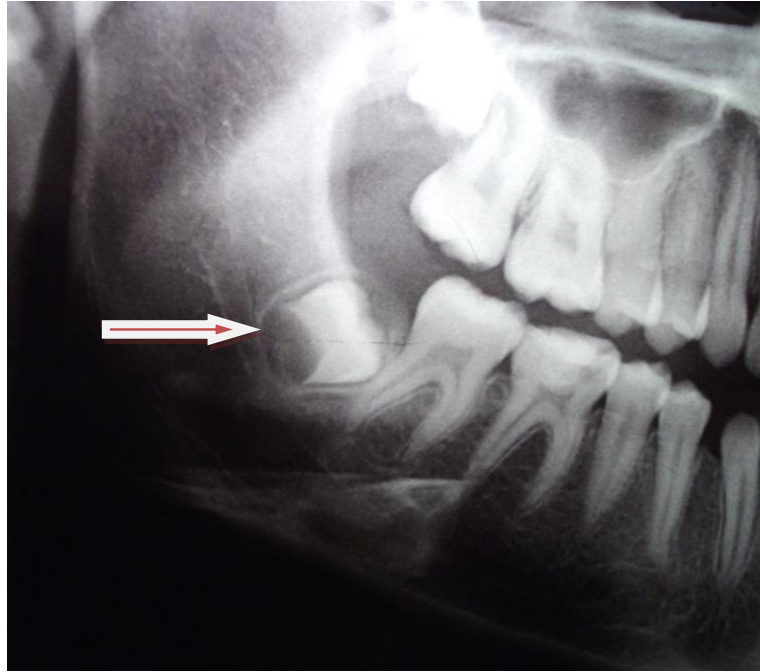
Radiografía de un paciente de 13 años de edad
